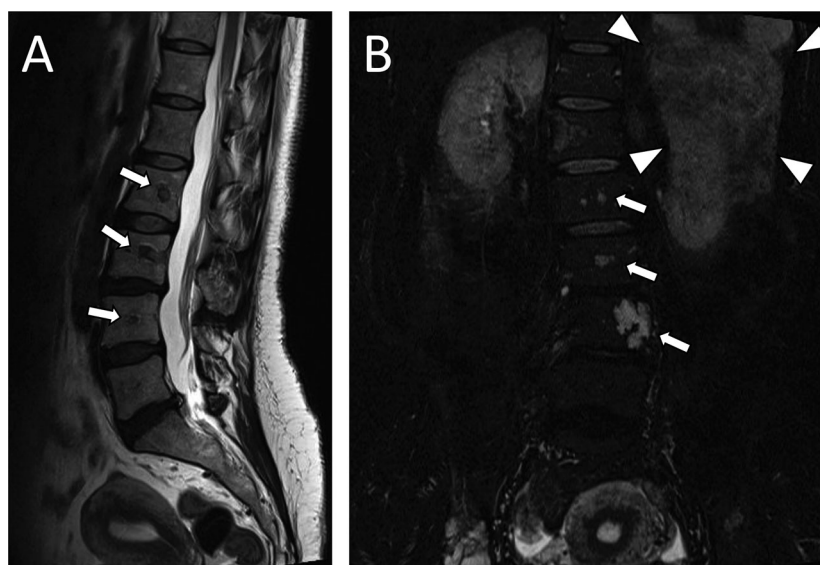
Lumbar MRI (triangles: the retroperitoneal mass, arrow head: the bone mass). (A) T2-weighted image sagittal, and (B) T2 star weighted image coronal show the mass in the spines, right side of the pelvis, and left retroperitoneum.
